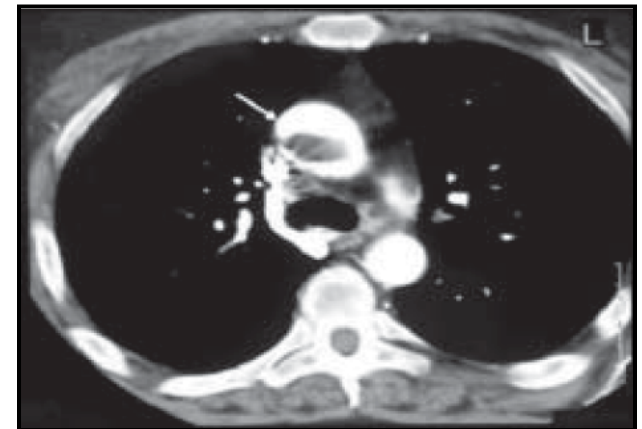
Chest CT scan showing thrombus of the ascending aorta
